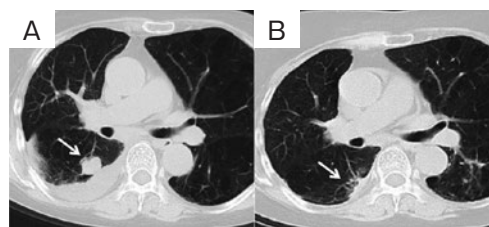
胸部CT. (A) ニボルマブ投与開始前，(B) ニボルマブ25コース投与後．右下葉の結節影は投与開始前と比べ，25コース投与後もpartial responseを維持している（矢印）．
